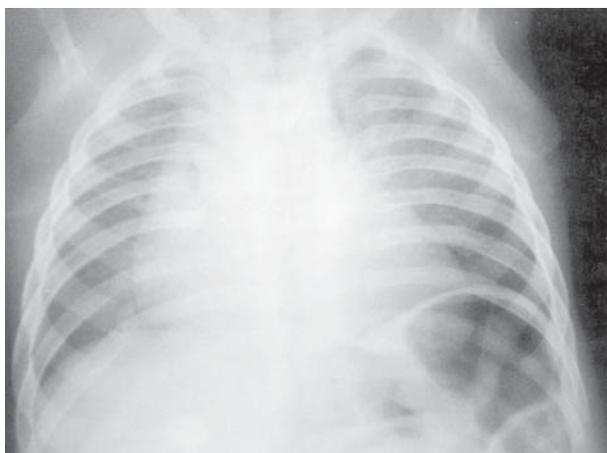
Tele-radiografia de tórax.
